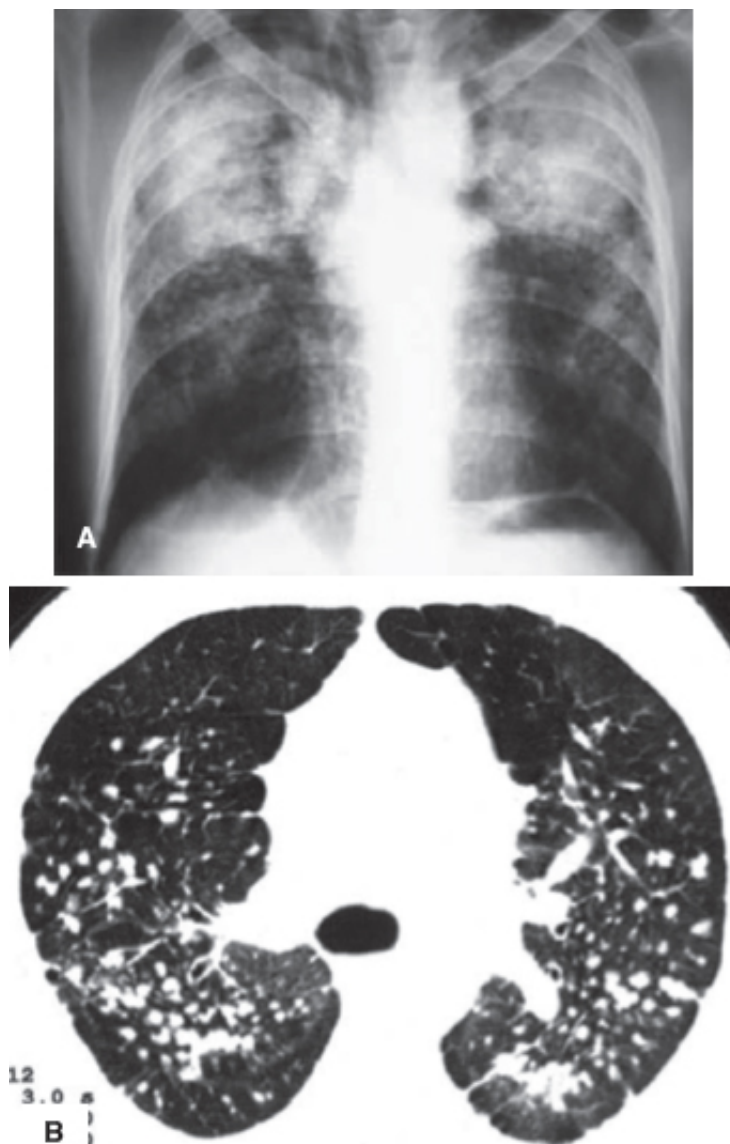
Silicose. A. Radiografia de tórax em PA, evidenciando consolidações bilaterais que predominam na parte posterossuperior dos campos pulmonares. B. TC de tórax mostrando consolidações nos pulmões e nos linfonodos mediastinais.
